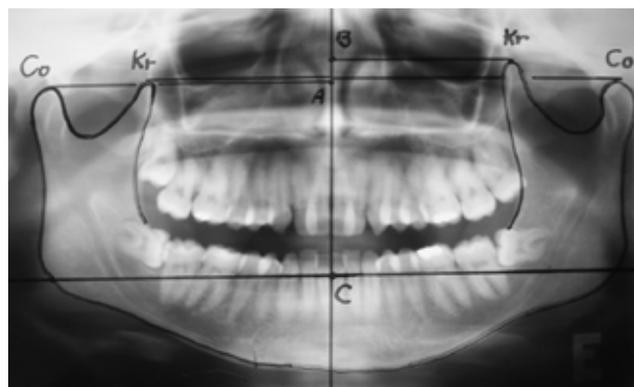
Radiografia panorâmica com Traçado de Levandoski
